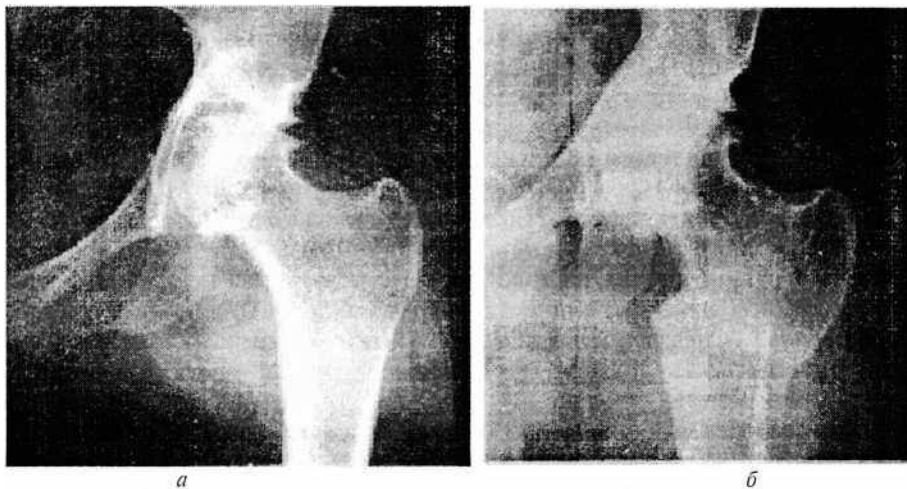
Рентгенограммы тазобедренного сустава: посттравматический протрузионный коксартроз до операции (а); через 4 года после вальгизирующей межвертельной остеотомии (б)
